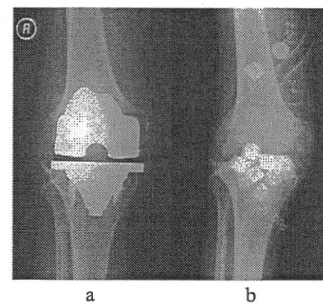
症例1 a TKA術後X線 b 抗生剤含有HA留置後X線 c 術中所見 d 再置換術後X線
